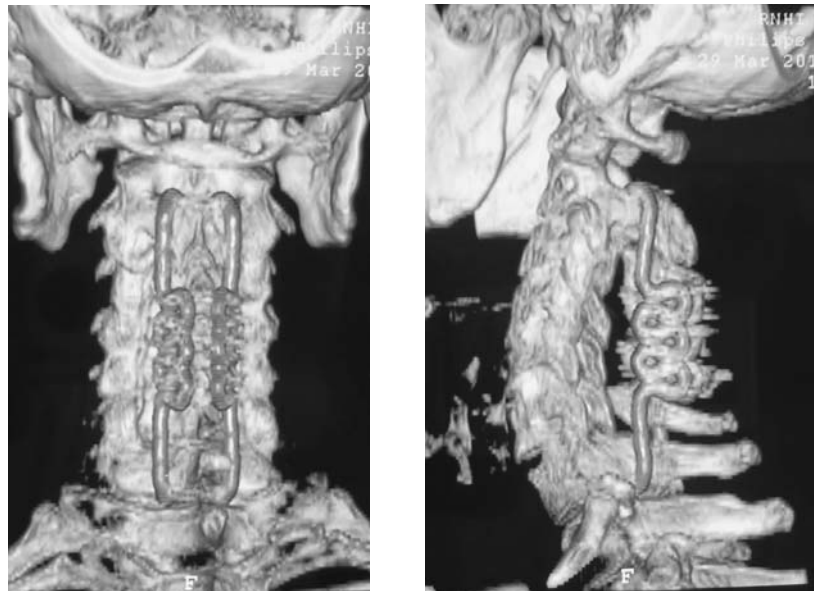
Послеоперационный СКТ-контроль: стеноз устранен, положение металлоконструкций корректное (тот же больной)
